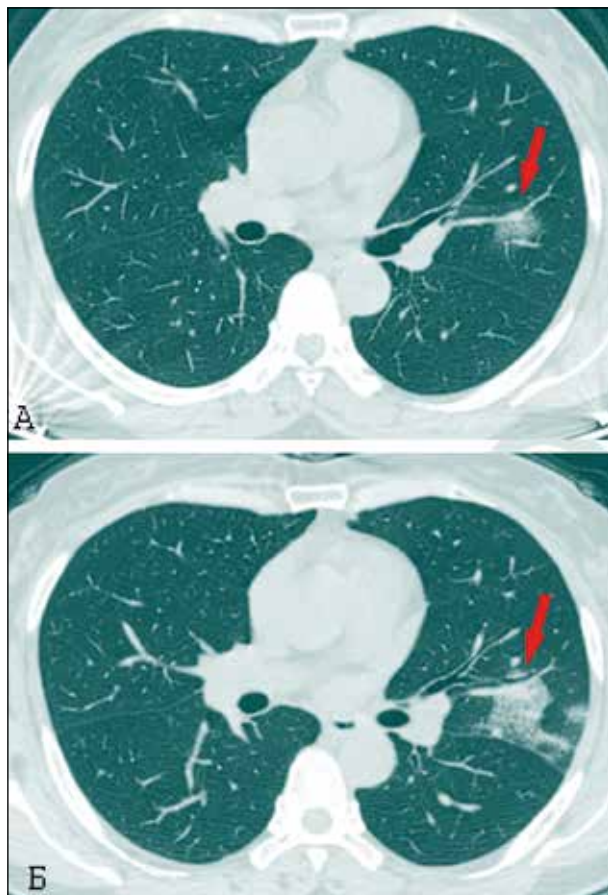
Результаты КТ, подтвердившей пневмонию у 51-летней женщины без лихорадки, находившейся в контакте с пациентами с подтвержденным лабораторным путем диагнозом COVID-19. На верхней фотографии (А) единственный очаг типа «матовое стекло» (верхняя доля левого легкого – стрелка). КТ грудной клетки сделана за 6 сут до того, как был получен первый положительный тест RT-PCR. Внизу – контрольная КТ через 4 сут (Б) показала увеличение размера пневмонического очага (стрелка) [71]
